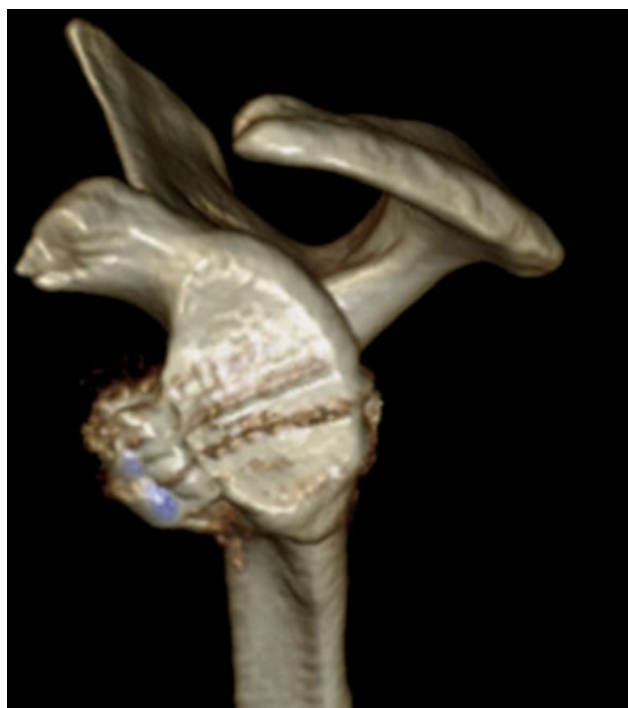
TC 3D, no pós-operatório imediato, evidenciando enxerto bem posicionado.
